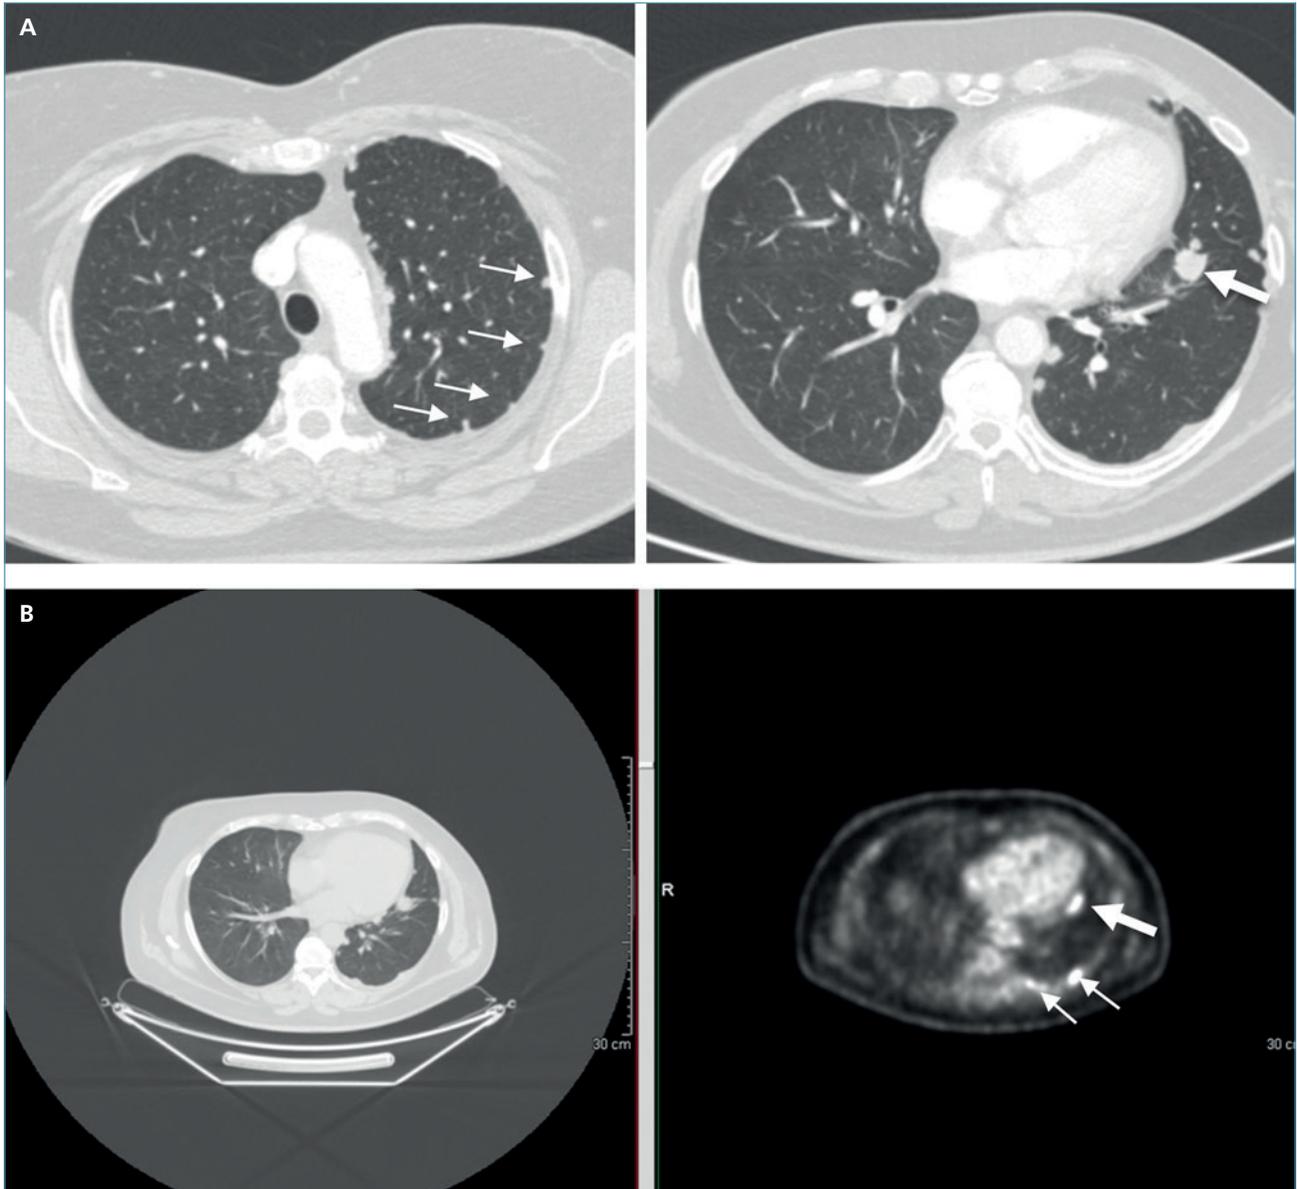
A) TC torace, sessione assiale: multipli noduli pleurici a carico della pleura di sinistra (freccette sottili) e nodulo di 13 mm in sede paracardiaca del LIS (freccia spessa). B) PET-TC: ipercaptazione di noduli pleurici a sinistra (freccette sottili) e del nodulo in sede paracardiaca LIS (freccia spessa).
